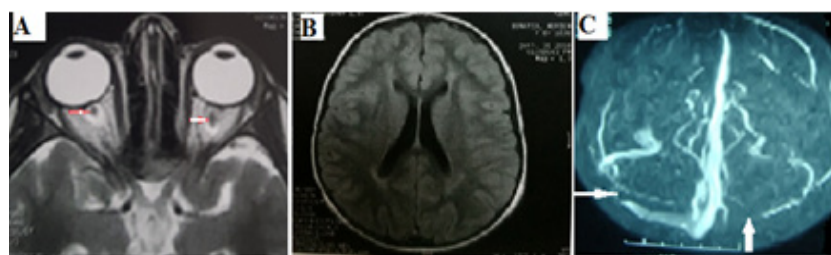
angio-IRM oculo-orbito-cérébrale
